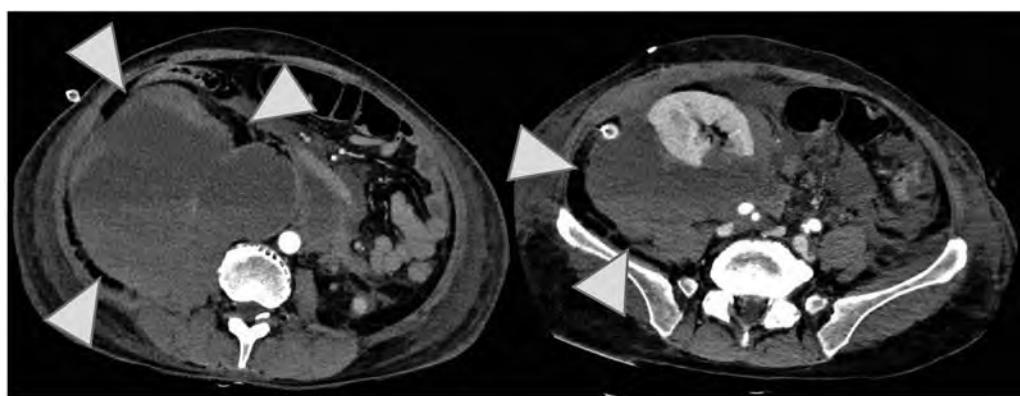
術後 6 日目のCT所見（後腹膜血腫の増大を認めた）
